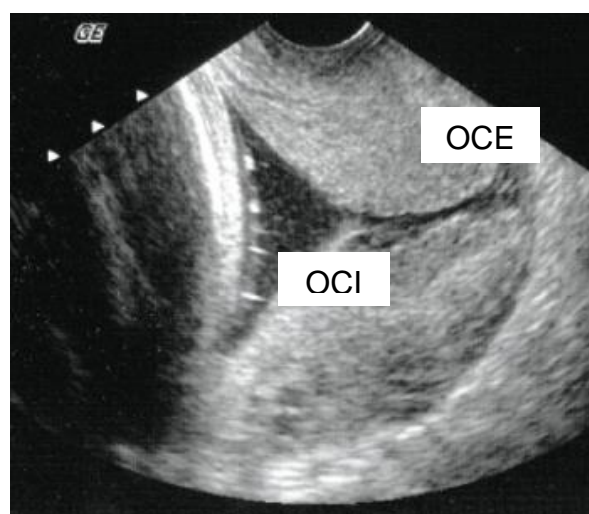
Ecografía vaginal para realizar la medición de la longitud cervical
